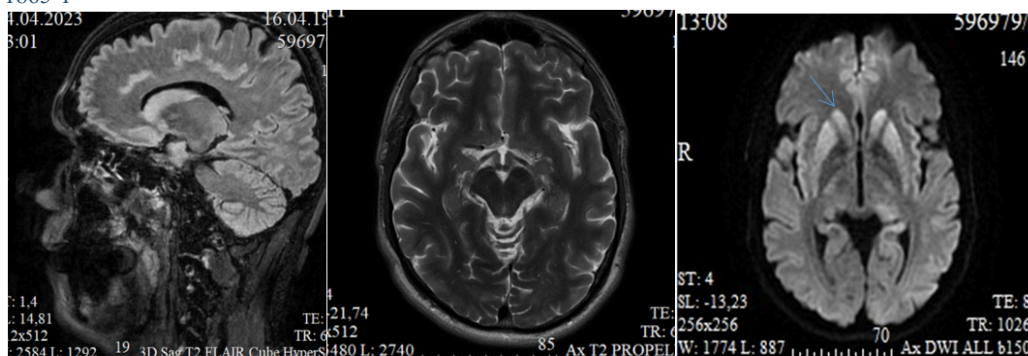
МРТ пациента М. (3D Sag T2 Flair, AX T2; AX DWI b1000) двухстороннее симметричное ограничение диффузии в хвостатых ядрах, скорлупе и зрительных буграх
